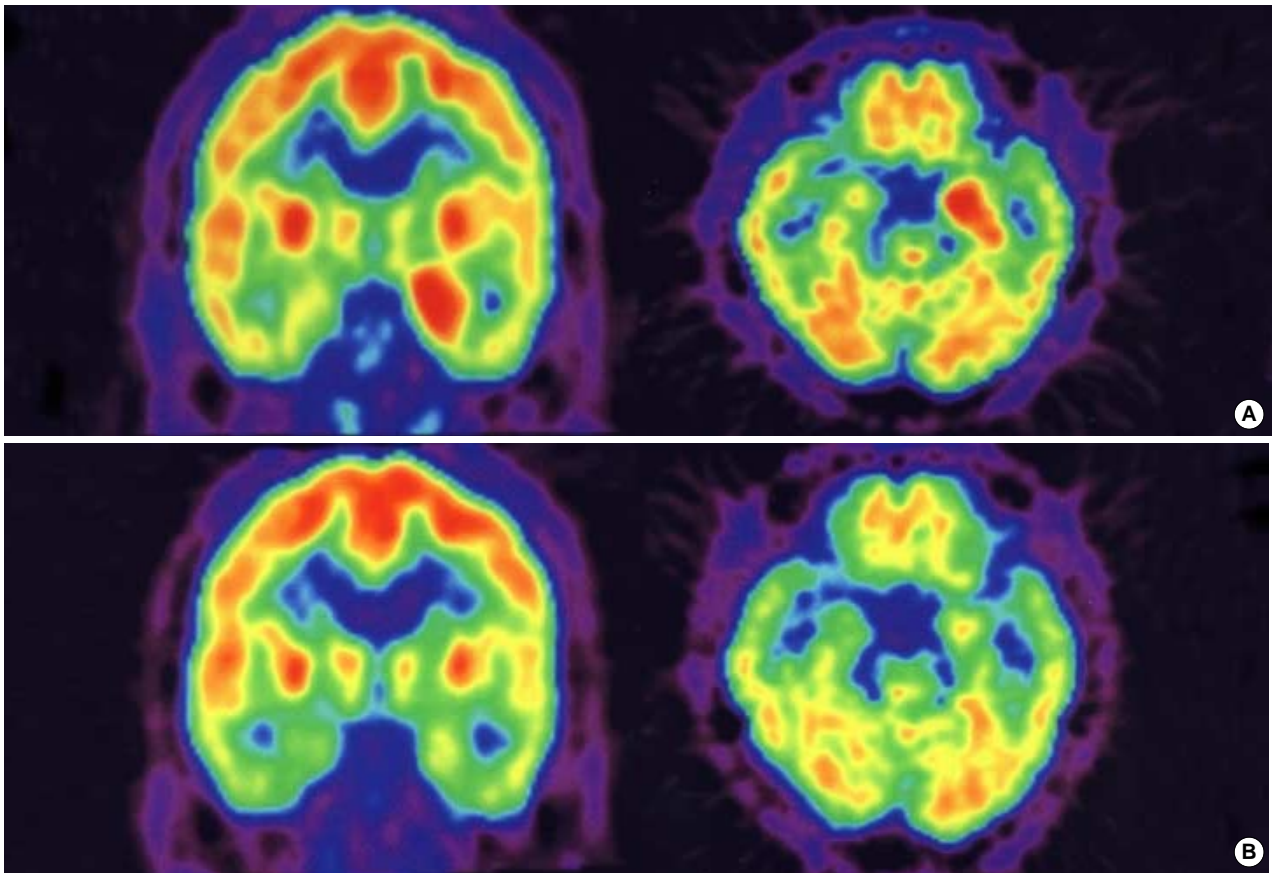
Brain F18-FDG PET images of patient. A: The initial images show hypometabolism in bilateral anterior temporal area and focal hypermetabolism in left mesial temporal area (2000. 11. 24). B: On the follow-up brain PET, the anterior temporal hypometabolism aggravated slightly, while the left mesial hypermetabolism disappeared (2001. 7. 20).
